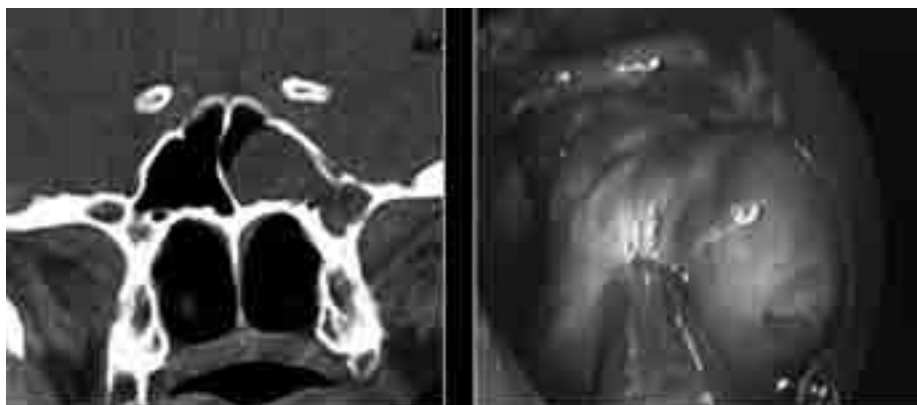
Менингоэнцефалоцеле в глубоком латеральном кармане клиновидной пазухи. КТ — фронтальная проекция. Эндоскопия клиновидной пазухи
